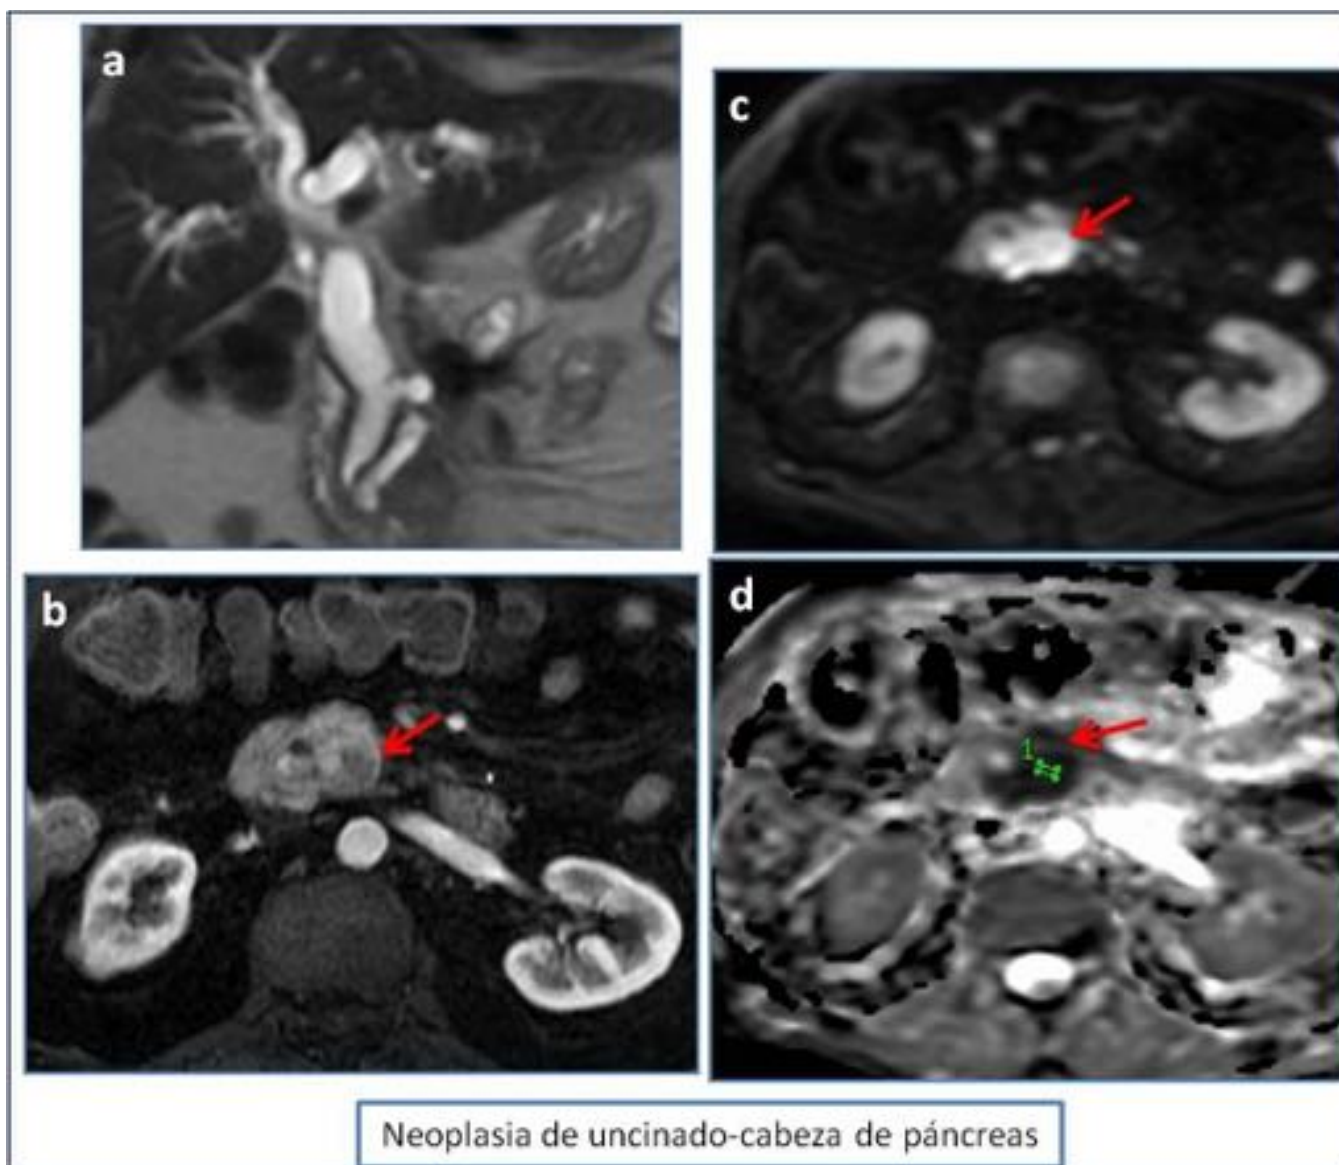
RM en el cáncer de páncreas. (a) Secuencia potenciada en T2 coronal donde se aprecia la marcada dilatación de la vía biliar y del conducto pancreático. (b) Secuencia potenciada en T1 tras contraste iv con la presencia de una lesión ligeramente hipointensa en la cabeza pancreática compatible con neoplasia. (c) y (d) Secuencia de difusión y su mapa ADC, con marcada restricción de la difusión de la neoplasia pancreática.
